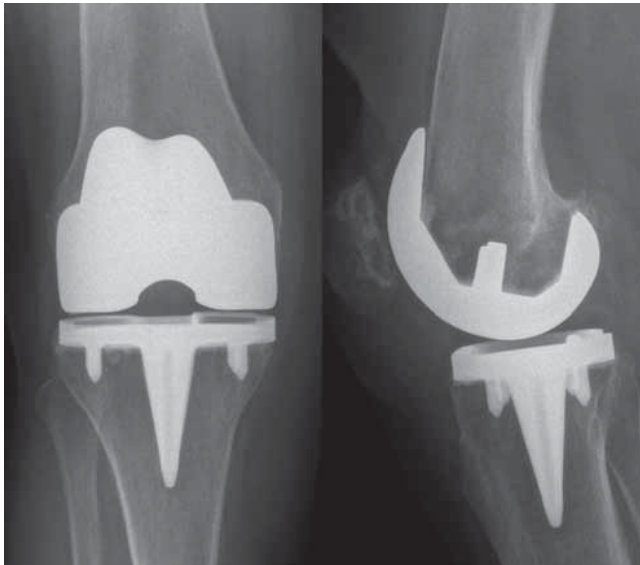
Imágenes de radiografías a los 4 años donde no se observan datos de aflojamiento.
